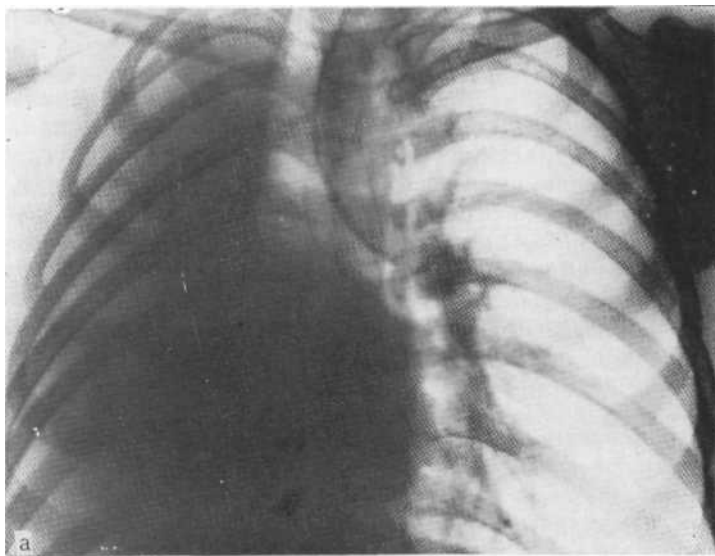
Обзорная рентгенограмма (а) и томограмма (б). Ателектаз прав легкого с резким смещением срединной тени из-за аденомы, обтурирующей просвет правого главного бронха. В просвете бронха определяется опухолевый полус.
